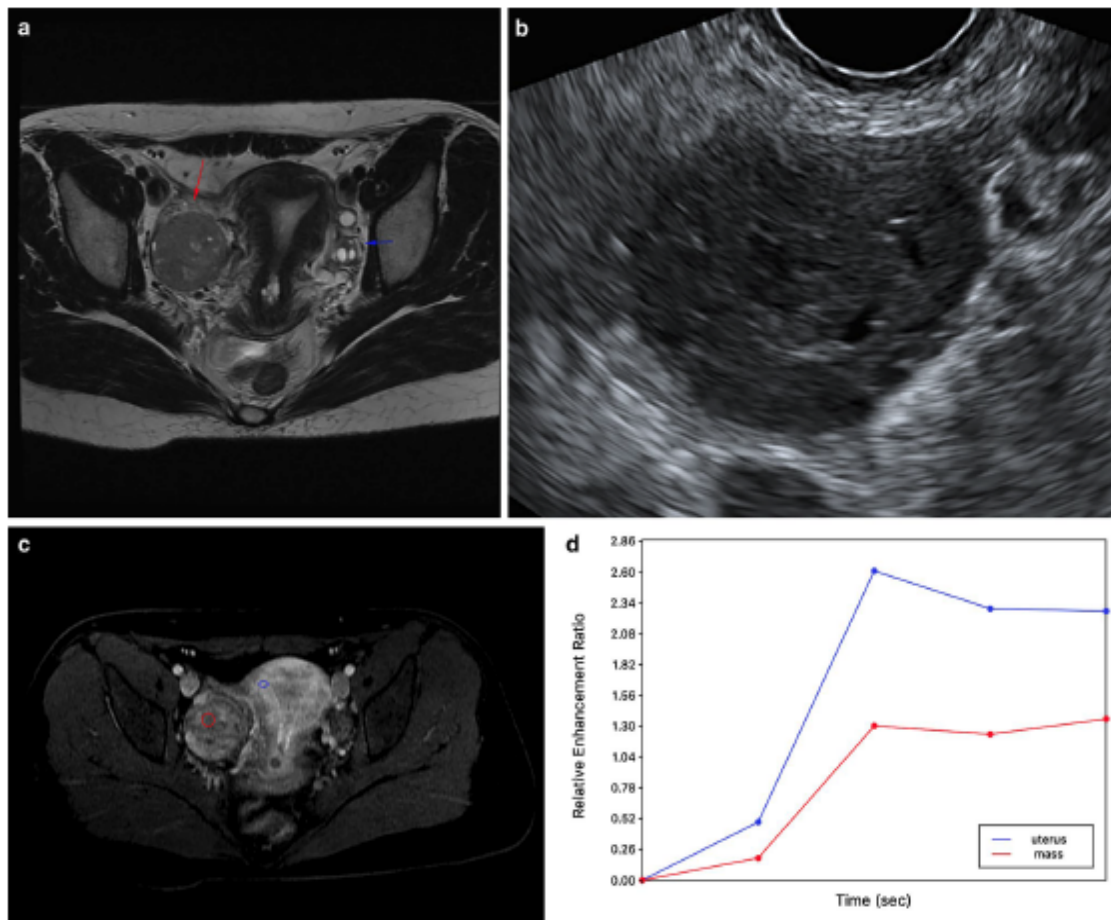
Granulosa cell tumor in a 29-year-old woman (ADNEX MR score 4). a Axial T2-weighted spin-echo demonstrates a right solid ovarian mass (red arrow) with intermediate signal. Left ovary is shown by blue arrow. b Ultrasound image reveals a right ovarian solid mass with regular contours, without acoustic shadow. IOTA simple rules: indeterminate. Subjective assessment: inconclusive. c
